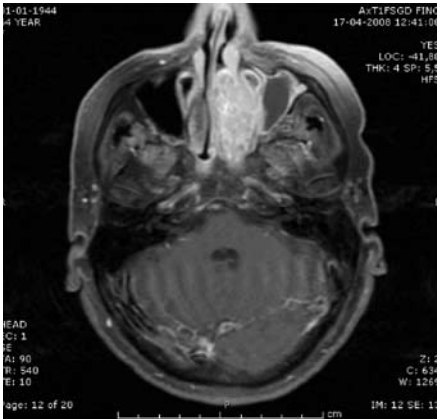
RM T1FSGd axial. Marcado realce tumoral con gran aporte vascular.
